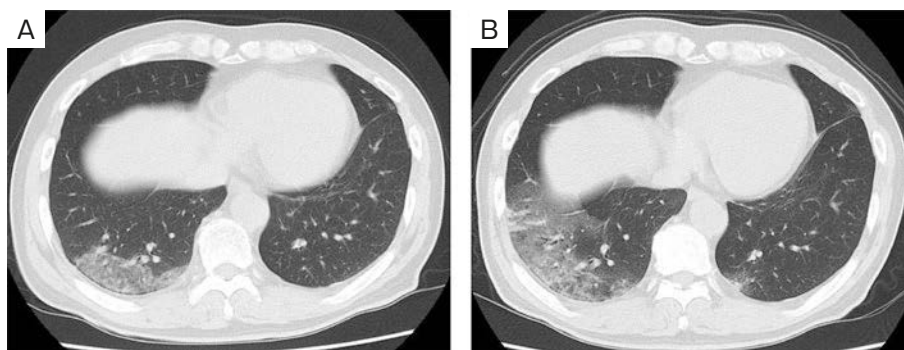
Chest CT findings. (A) The chest CT shows ground glass opacities on the dorsal aspect of the right lower lobe on day X-4. (B) The chest CT on day X shows enlarged ground glass opacities on the dorsal aspect of the right lower lobe compared to day X-4, and the dorsal aspect of the left lower lobe also shows ground glass opacities.
